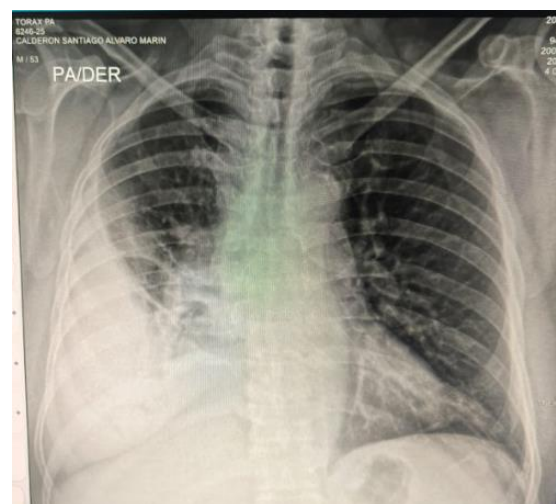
Radiografía de tórax en la que se evidencia derrame pleural derecho complicado
